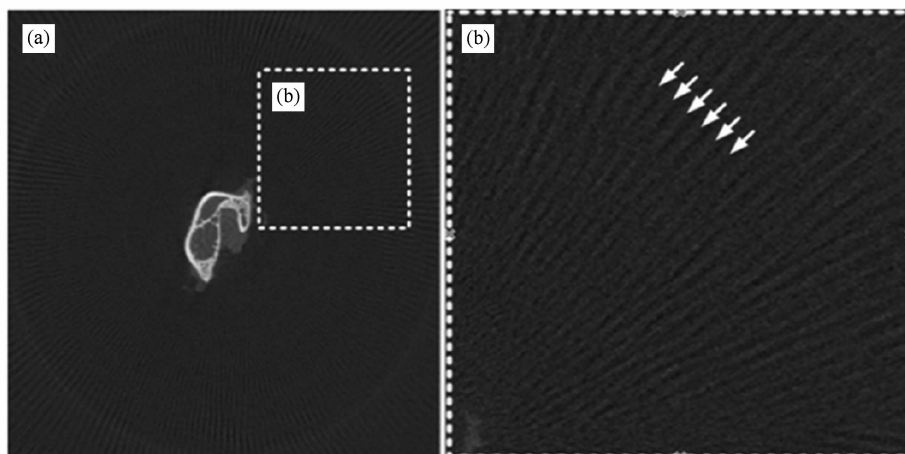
CT 重构兔子腿骨切片中的辐射状混叠伪影,如(b)中箭头所示<sup>[6]</sup>
